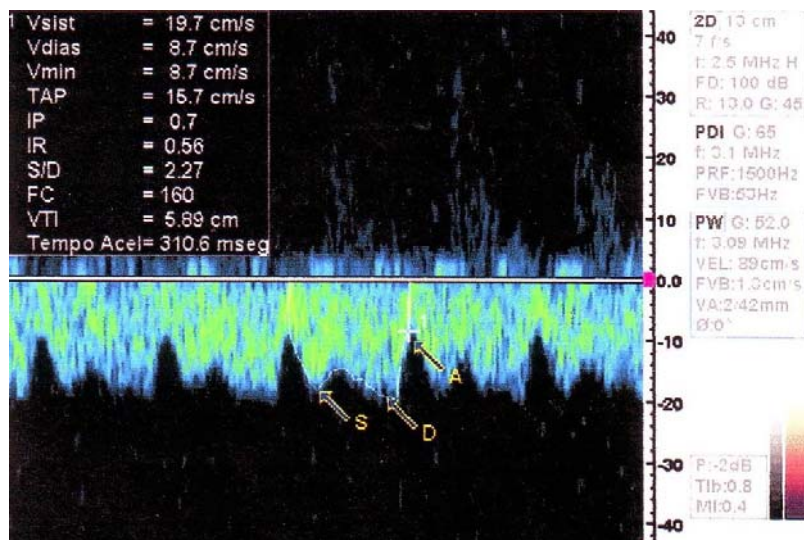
Doppler pulsado do fluxo venoso pulmonar.
